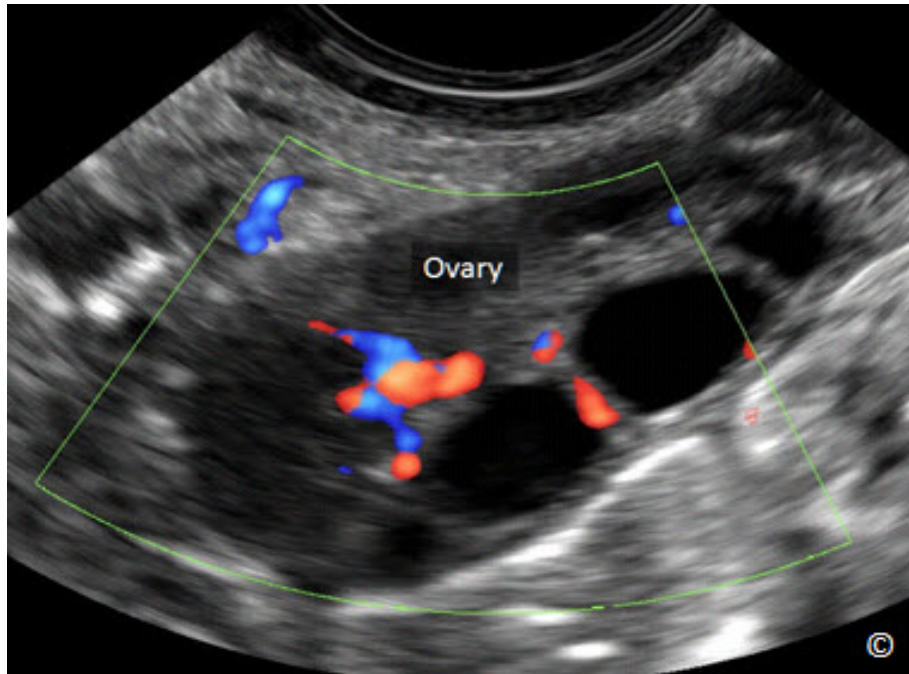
Modo de Color Doppler del flujo sanguíneo dentro del ovario. Normalmente el flujo de ovario es de baja impedancia y es detectado en una escala de velocidad baja con un ajuste del filtro bajo.
